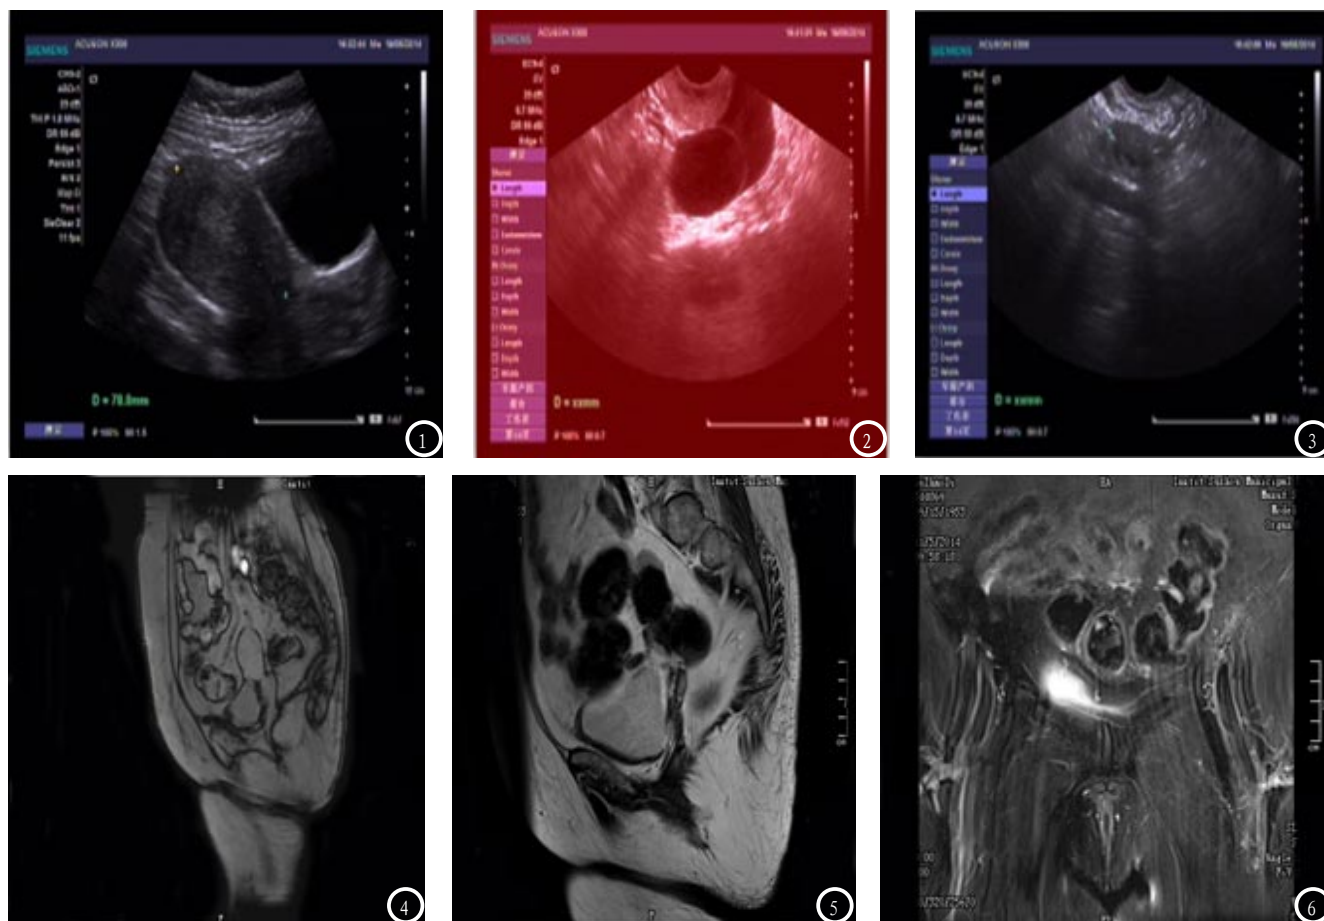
子宫内膜癌Ib期：阴道超声：子宫内膜不规则增厚，病变部位强弱不均匀回声，与肌层界限模糊，CDFI：病灶组织内见少许短条状血流信号， $RI < 0.4$ 。图4 子宫内膜癌Ib期，MRI：子宫体积稍增大，宫底偏右侧子宫内膜不规则增厚T2WI稍高信号，DWI高信号，结合带部分不完整，与宫底右侧肌层界限不清，浸润肌层厚度 $>1/2$ 。图5-6 子宫内膜癌II期，MRI：宫腔内见不规则软组织肿块影，病灶与结合带分界不清，结合带不完整，T1W等信号，T2W稍高信号，DWI高信号，增强扫描病灶不均匀强化，强化程度弱于肌层，病灶下缘累及宫颈部。
